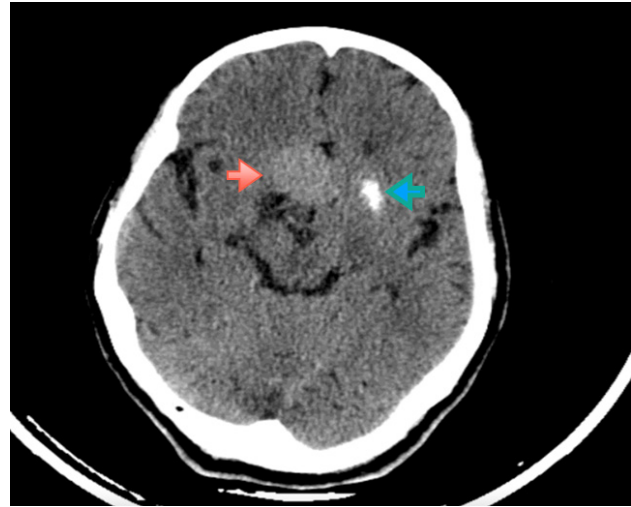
CT scan, 10mm above Figure 1, showing upper portion of pituitary adenoma (red arrow) and bleeding (blue arrow).
